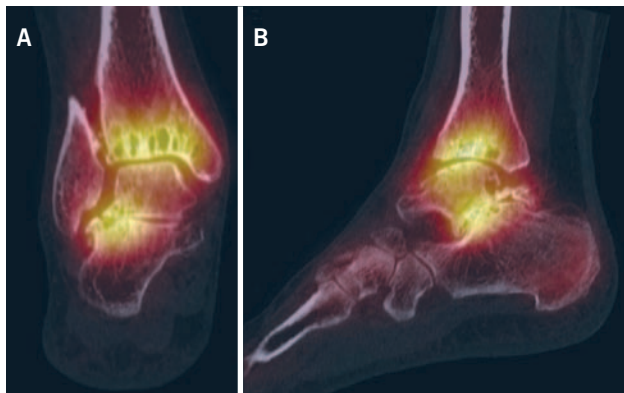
A SPECT-CT evidences an active process at ankle and subtalar joint, which helped to identify the source of pain. Based on this, a TAR in combination with a subtalar arthrodesis was done (same patient as Figure 5). A) coronal plane view; B) sagittal plane view
